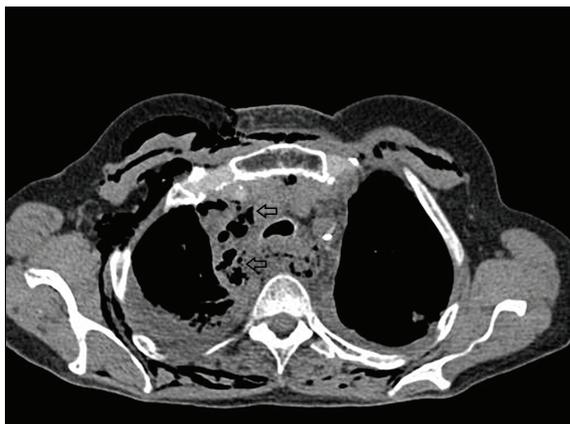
(C). Extensive pneumomediastinum (arrows) is shown in this axial non-contrast CT image of a 74-year-old woman with rupture of the esophagus victim of blunt trauma.
